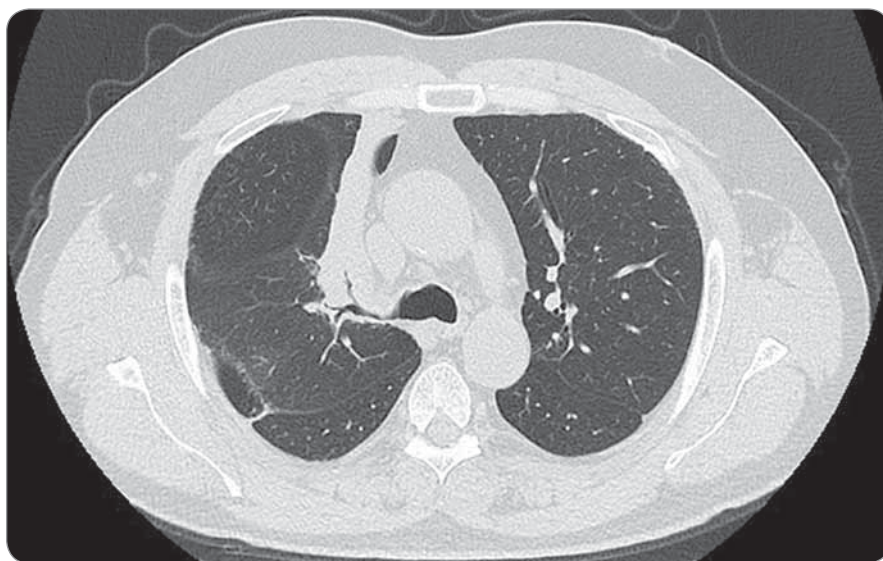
Chest CT at the time of admission revealed a mass and atelectasis in the right upper lobe of the lung (arrows).
